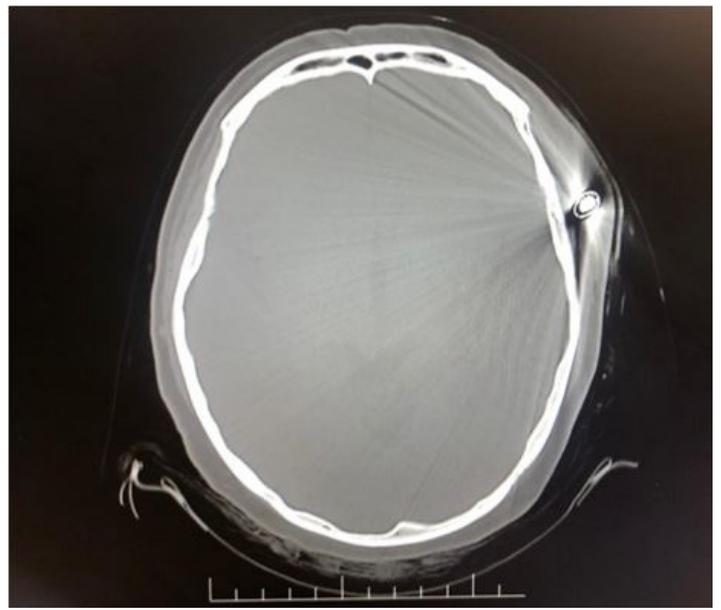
TC craneal. Artefactos provocados por metal.
